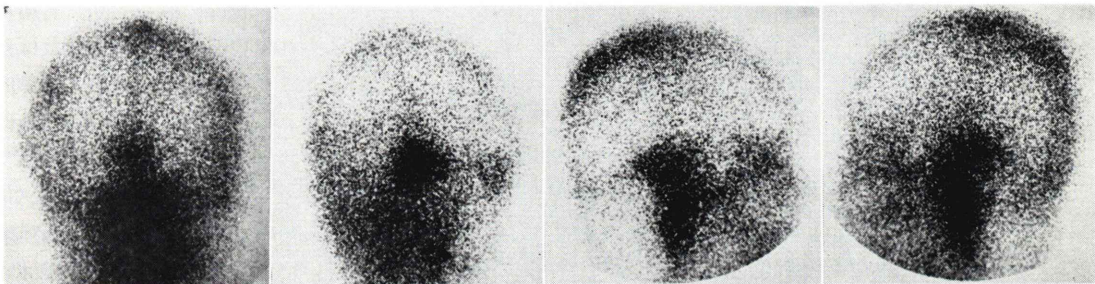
$^{111}\text{In}$ -bleomycin brain scintigrams of case 1.
